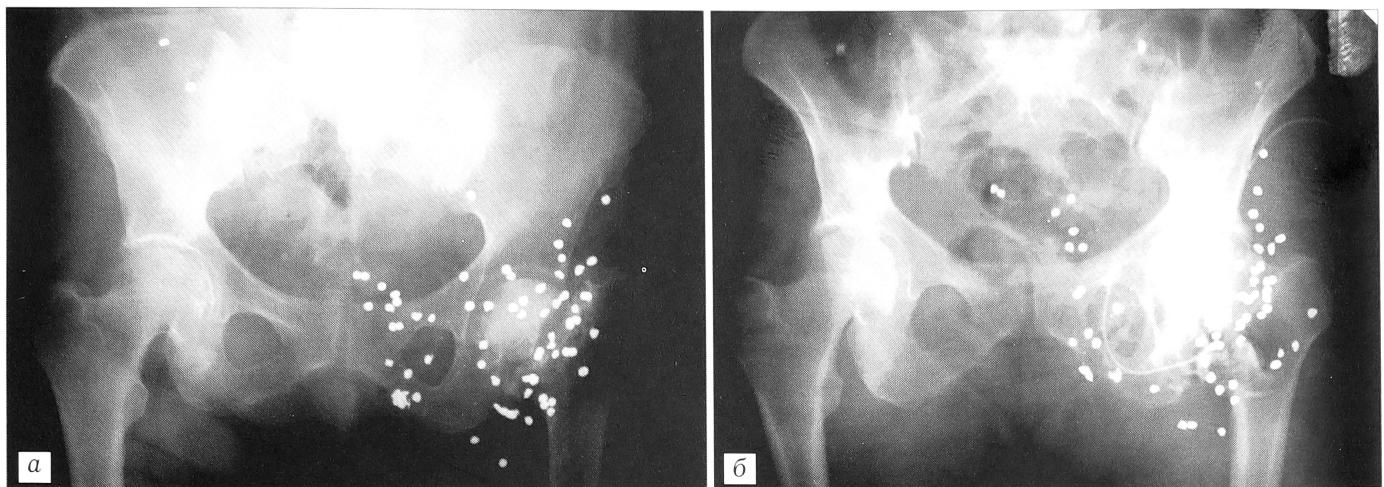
Рентгенограмма (а) и фистулограмма (б) больной Б. 64 лет: остеомиелит костей, образующих левый тазобедренный сустав, после огнестрельного ранения с переломом шейки бедра.
